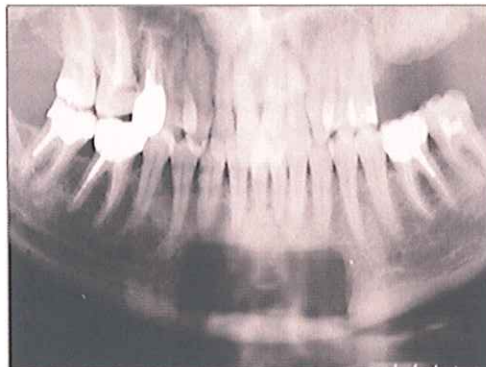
Ortopantomografia mostrando zona mentoniana após colheita óssea
